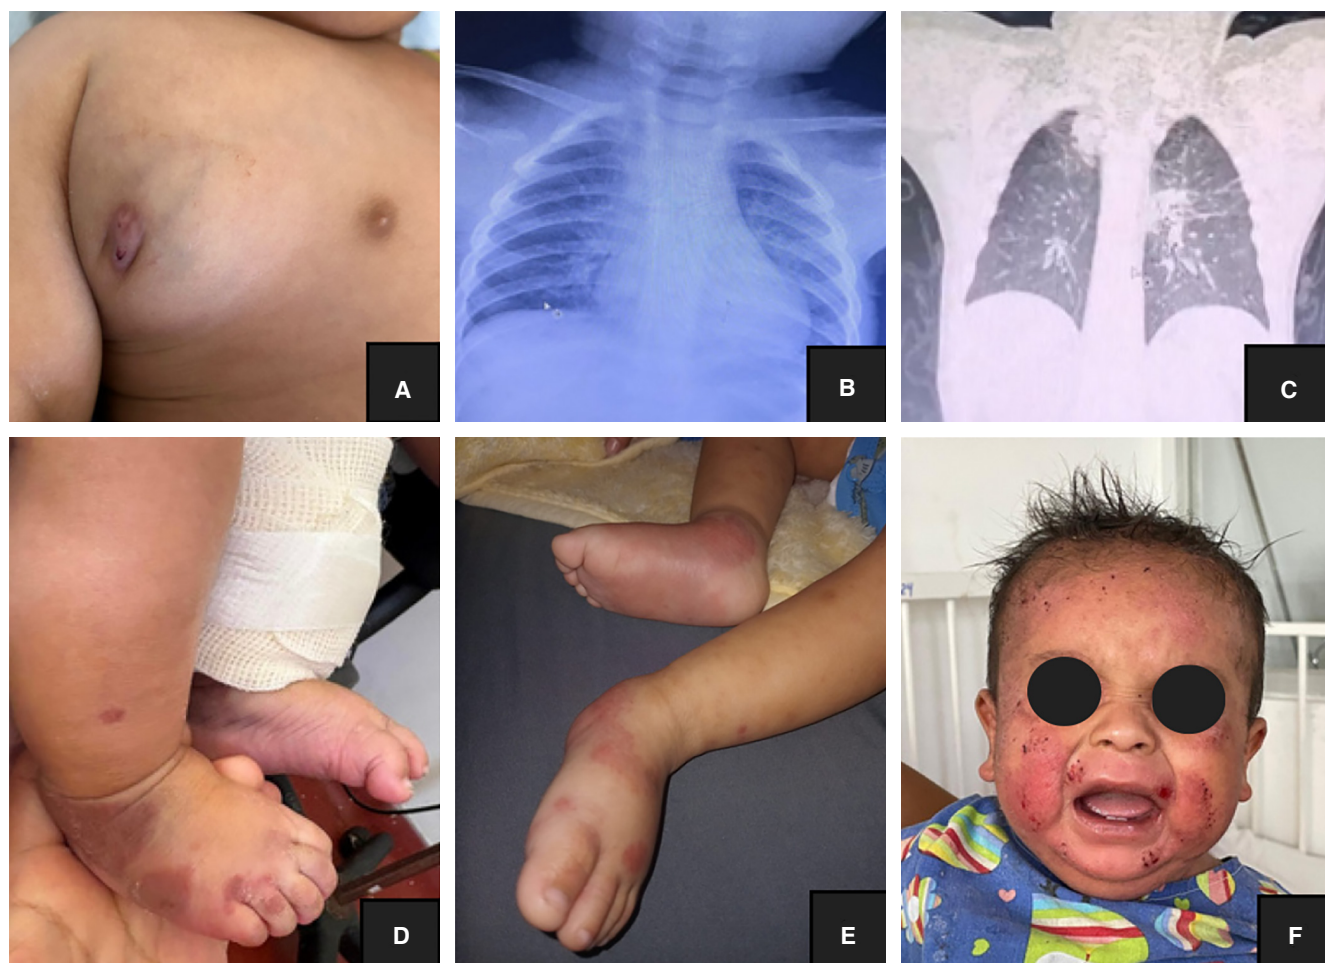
A) Paciente 1. Linfadenopatía. B) Paciente 1. Radiografía de tórax. C) Paciente 1. Tomografía axial computarizada toracoabdominal con engrosamiento peribronquial, aspecto sugestivo de bronquiectasias en ambos pulmones; opacidad en segmento posterior del lóbulo superior derecho. D y E) Paciente 5. Lesiones eritematovioláceas en miembros inferiores. F) Paciente 5. Lesiones eritematosas, descamativas en cara y piel cabelluda con áreas de rascado y costras hemáticas.
